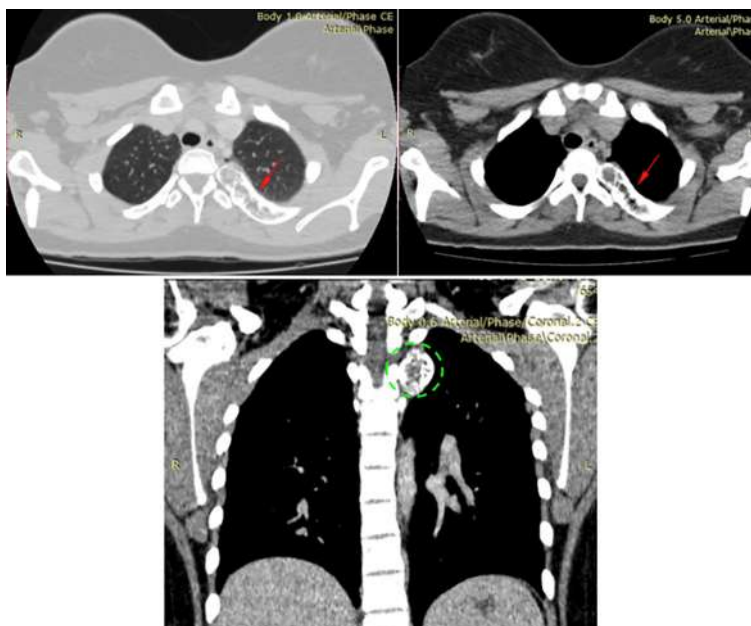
Tomografía de tórax multidetector Corte axial y coronal: lesión única ocupante de espacio afectando tercer (3^{er}) arco costal posterior izquierdo expansiva, porción central hipodensa de comportamiento osteolítico, con remodelación, adelgazamiento y expansión de la cortical.
